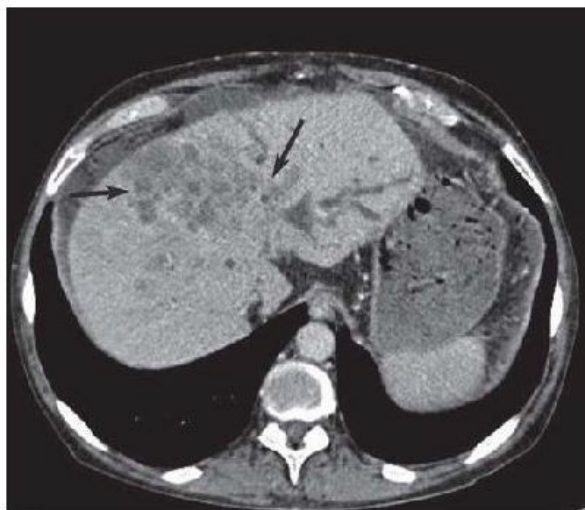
Компьютерная томография. Рак печени.
